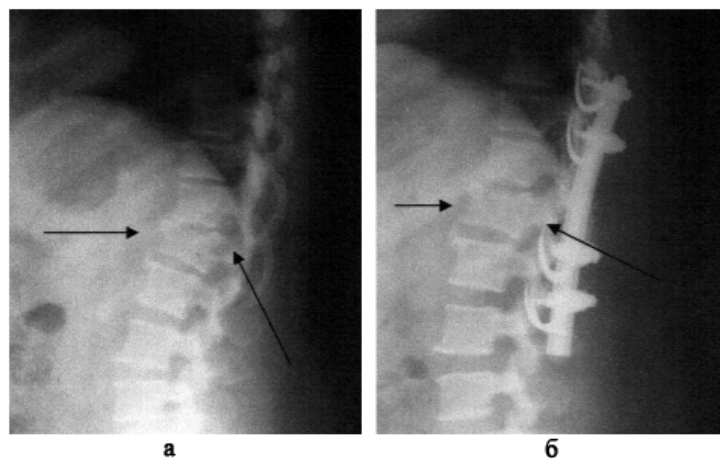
Рентгенограммы Больного С., 55 лет: до операции (а) и после операции (б)
